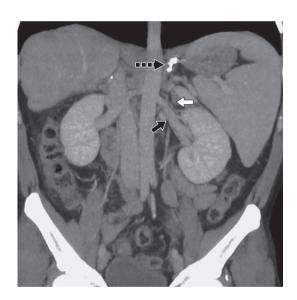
Компьютерная томограмма. Контрольное исследование через 6 мес после BRTO. Левая почечная вена указана черной стрелкой, окклюзия гастроренального шунта—белой стрелкой, микроспирали после эмболизации дренирующей диафрагмальной вены— черной пунктирной стрелкой.
